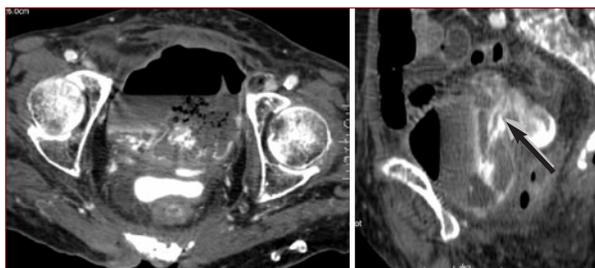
TC dopo somministrazione di mdc per ev con ricostruzione MIP sul piano sagittale: tramite fistoloso in corrispondenza della parete anteriore del sigma che comunica con la parete posteriore della vescica in paziente sottoposto ad intervento di cistectomia parziale.
